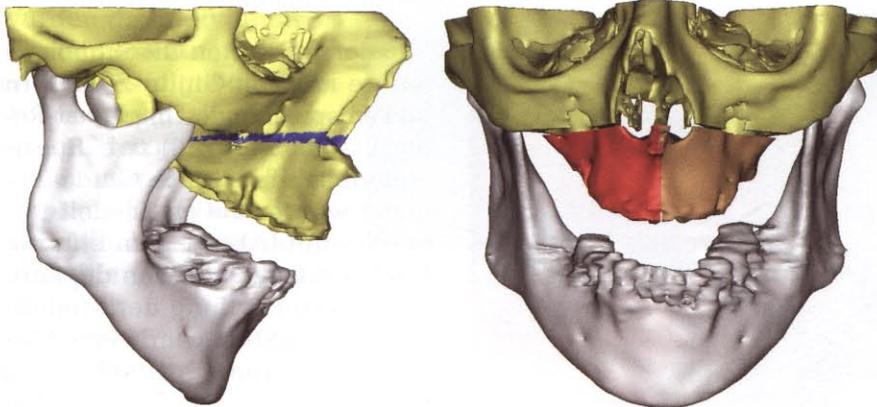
und 7 Operationsplanung anhand einer dreidimensionalen Computertomographie mit Hilfe des SimPlant-CMF-Moduls In der seitlichen, frontalen und submentovertikalen Ansicht. Erkennbar werden die Knochenschnitte unterhalb der Nase ...
